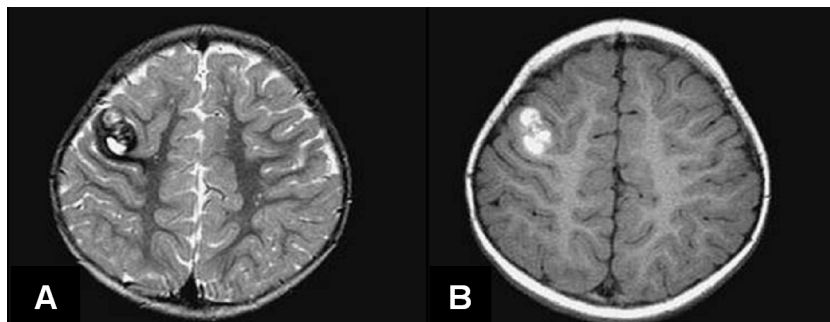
Cavernous malformation. MR image shows a well-demarcated lesion with evidence of subacute hemorrhage (A: T2-weighted axial image, B: T1-weighted axial image).
